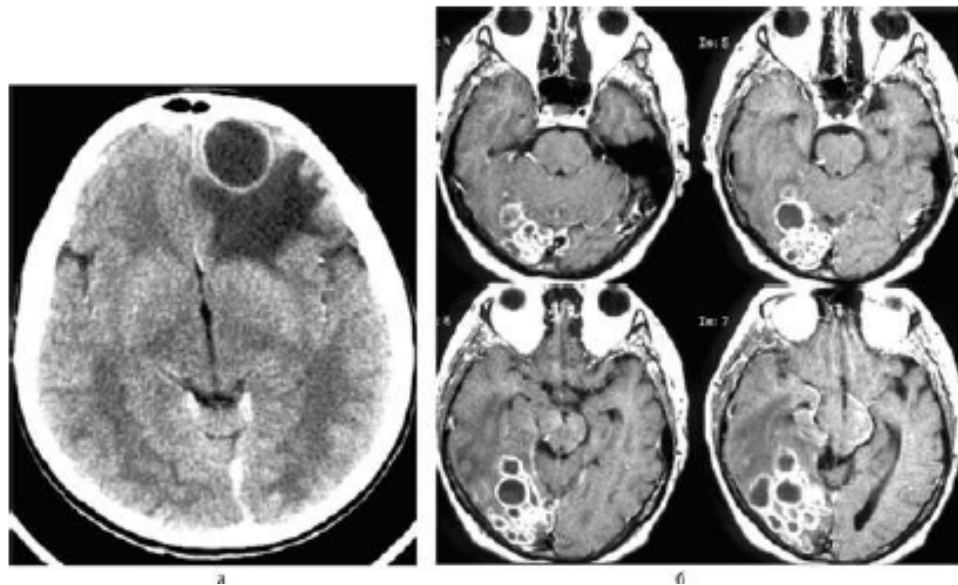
Абсцес правої лобової частки; комп'ютерна томографія без контрастного посилення (а). Грибковий багатокamerний абсцес правої тім'яно - потиличної ділянки; магнітно-резонансна томографія, T1-зважене зображення з контрастним посиленням (б)
